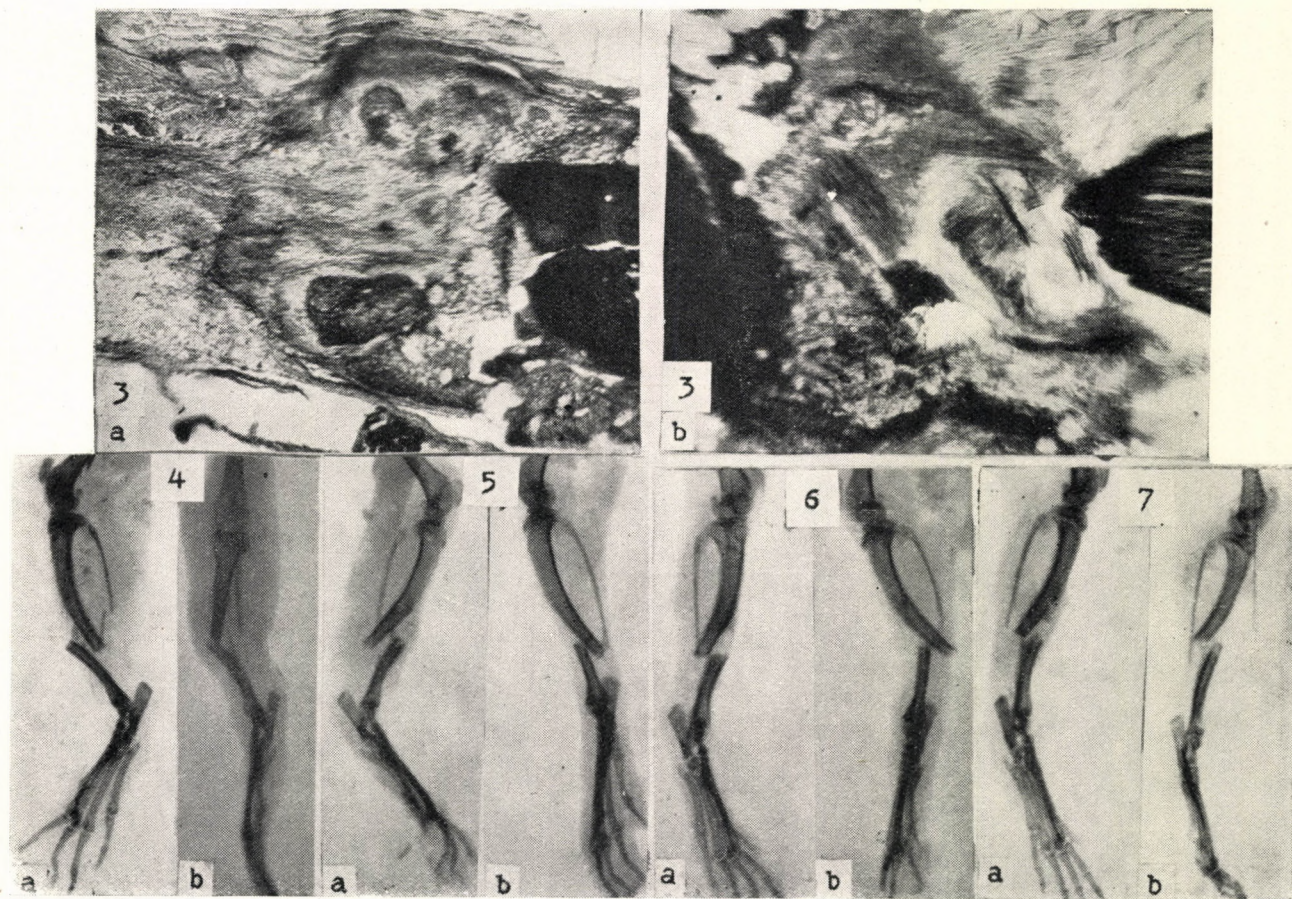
Vierte Woche. a) mit Knochenpulver ernährtes Tier, b) Kontrolltier. Röntgenbilder :
